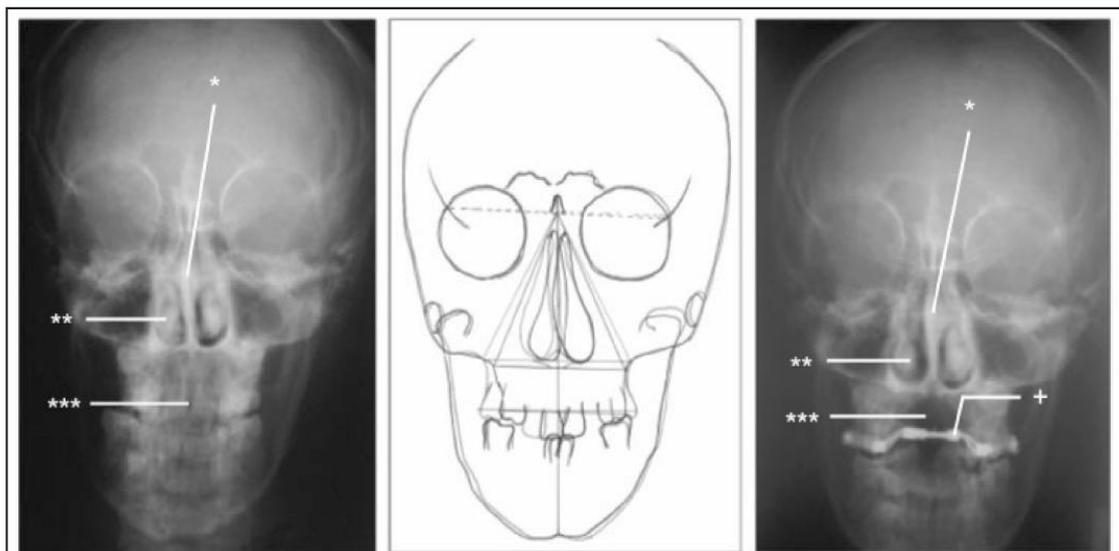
Imagen tomada de Pirelli et al 2004⁵². Se muestran telerradiografías frontales y trazado cefalométrico previo y posterior a la expansión. En la imagen de la izquierda previa a la disyunción podemos observar un maxilar estrecho transversalmente, no se puede observar la sutura media palatina y el cornete izquierdo muy cercano al tabique nasal. En la imagen de la derecha vemos los resultados tras la disyunción. Un maxilar más ancho, se ven la línea media palatina una zona radiolúcida perteneciente a la disyunción de la sutura, y mayor espacio entre el tabique y el cornete izquierdo indicativo de que se producen cambios también en la cavidad nasal. En el trazado que vemos se superponen dos triángulos que indican la apertura piriforme que se produce y el aumento de la anchura de la cavidad nasal. No se dan cambios solamente en el maxilar sino que también en la cavidad nasal.
